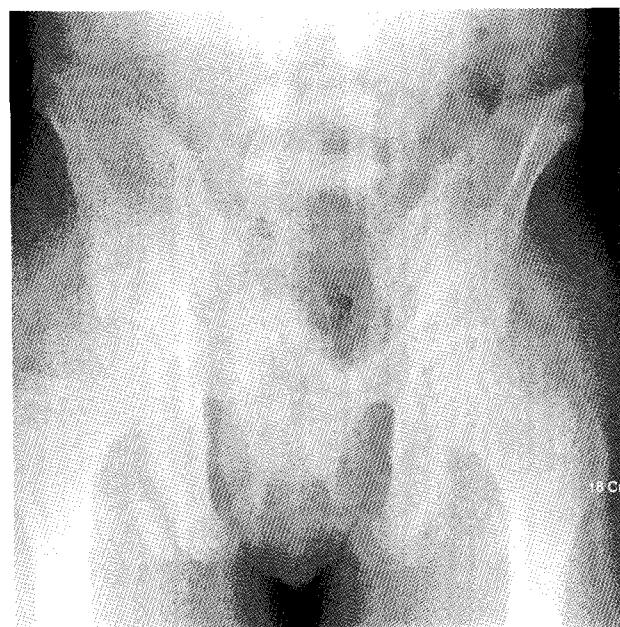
One-year follow up radiography shows no evidence of further displacement.
